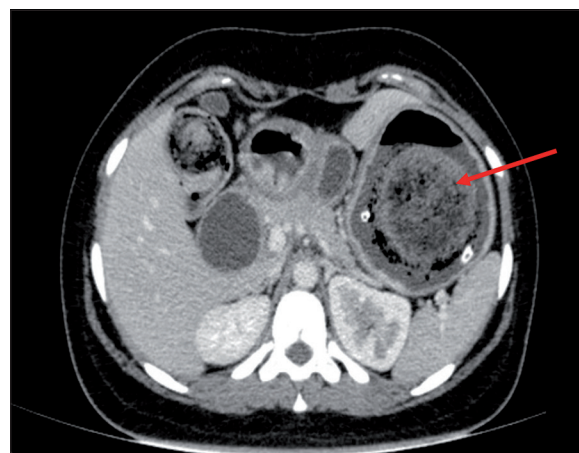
Tomografía computada con medio de contraste en plano axial. Se observa imagen ovoide con gas en su interior, que no refuerza con el contraste e imagen similar contigua al hígado, en el yeyuno. Dilatación anterior y posterior al píloro (flecha).
